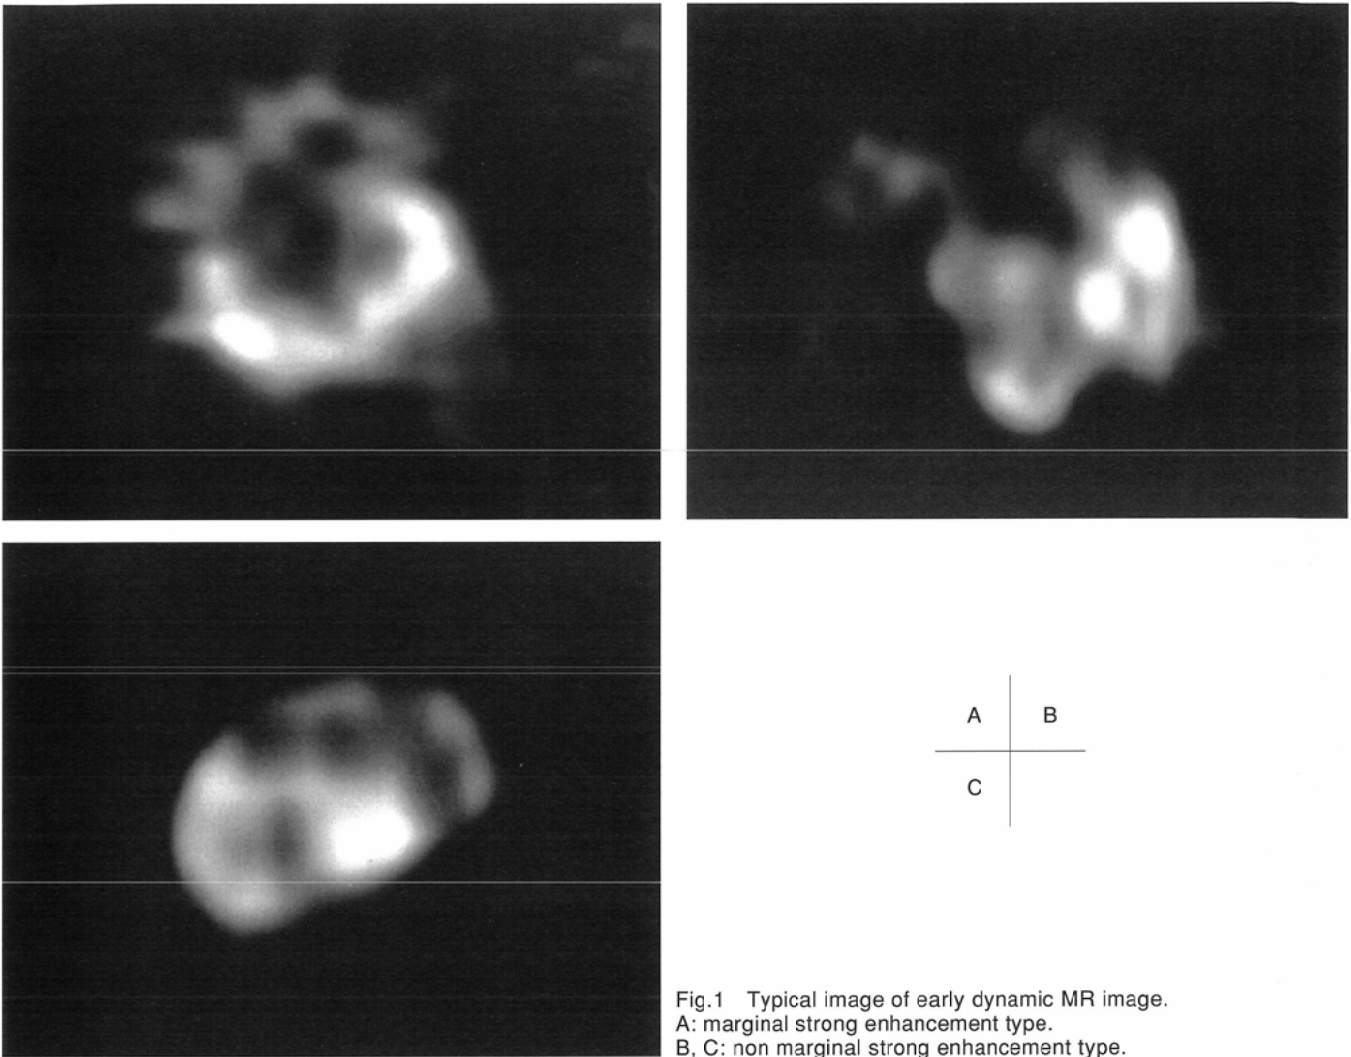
Typical image of early dynamic MR image.
